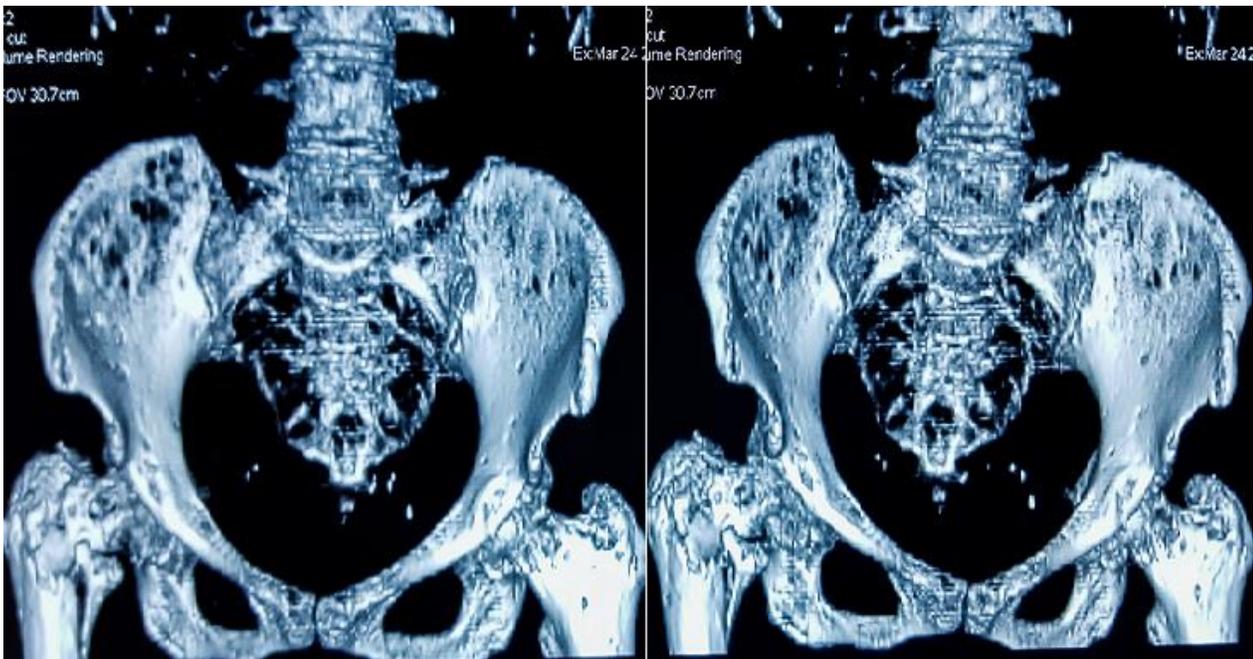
TDM du bassin avec reconstruction 3D permettant une meilleur caractérisation de la fracture et des images lacunaires osseuses associées
